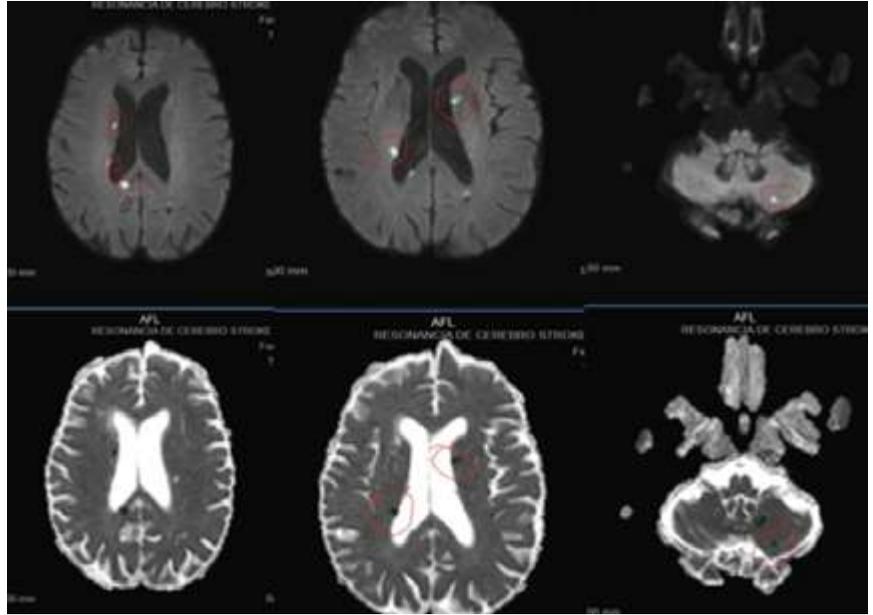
RMN cerebro. Presencia de múltiples lesiones tanto superficiales como profundas en ambos hemisferios cerebrales y cerebelosos compatibles con isquemias agudas de probable origen embólico.
